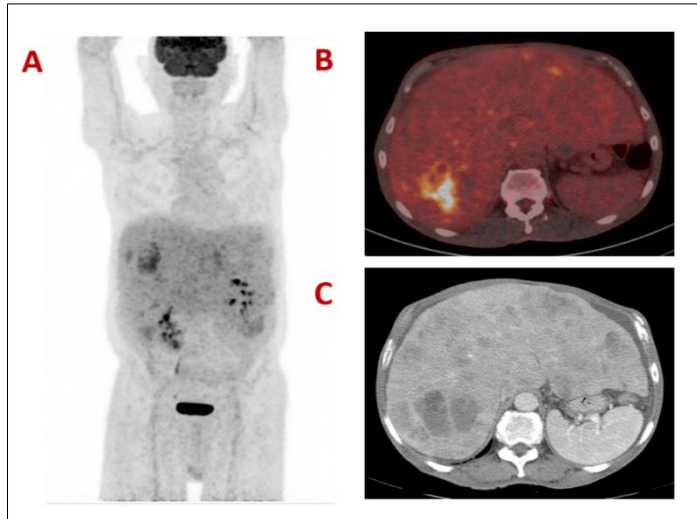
Estudio ^{18}F -FDG PET/TC en un paciente con TNE de origen mesentérico con enfermedad metastásica pulmonar y hepática. Imagen de máxima proyección (A), lesión hipermetabólica metastásica en segmento IV hepático (B), lesión metastásica en estudio TC (C).
